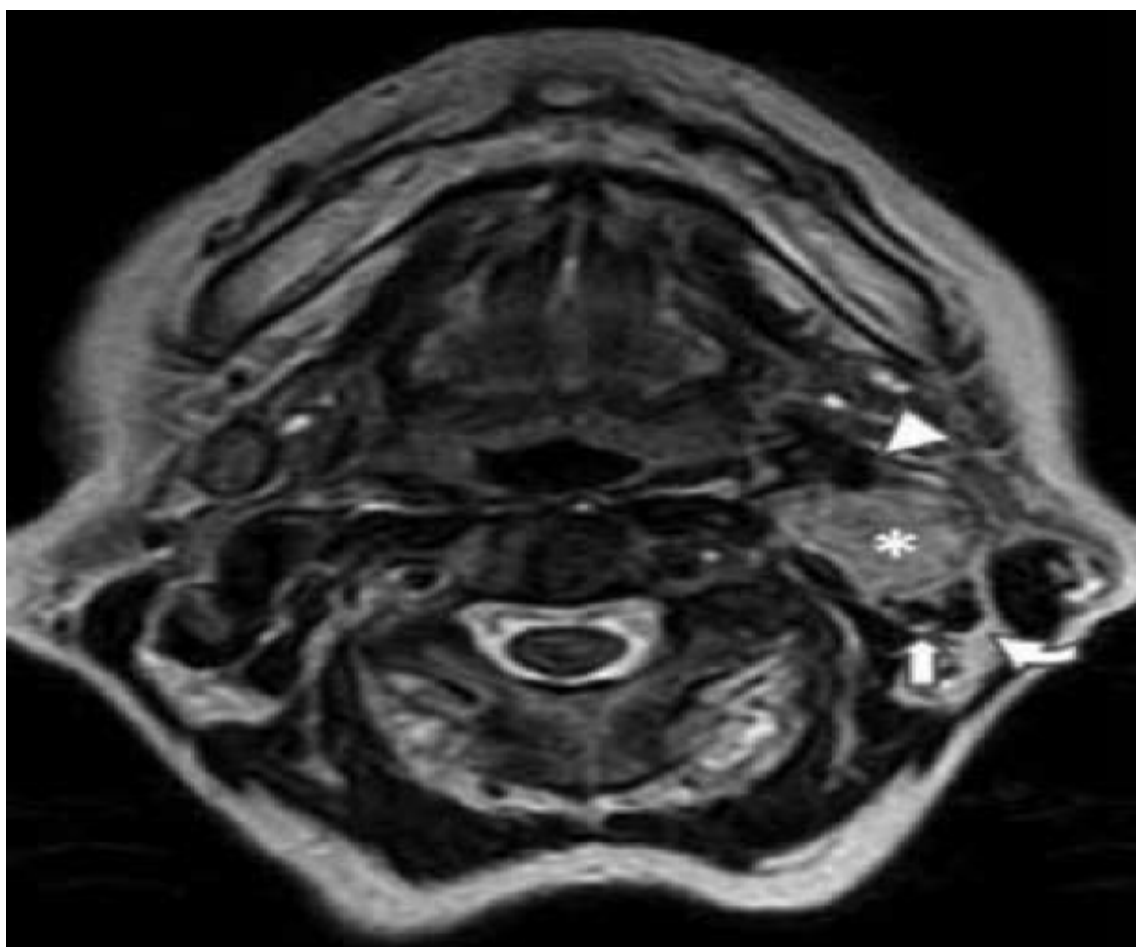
coupe axiale d'une IRM cervicale, montrant une lésion focale hypersignal en T2 (*) à la bifurcation carotidienne gauche, qui refoule et sépare les vaisseaux carotides externe (pointe de flèche) et interne (flèche) et la veine jugulaire interne (flèche courbe). [83]
